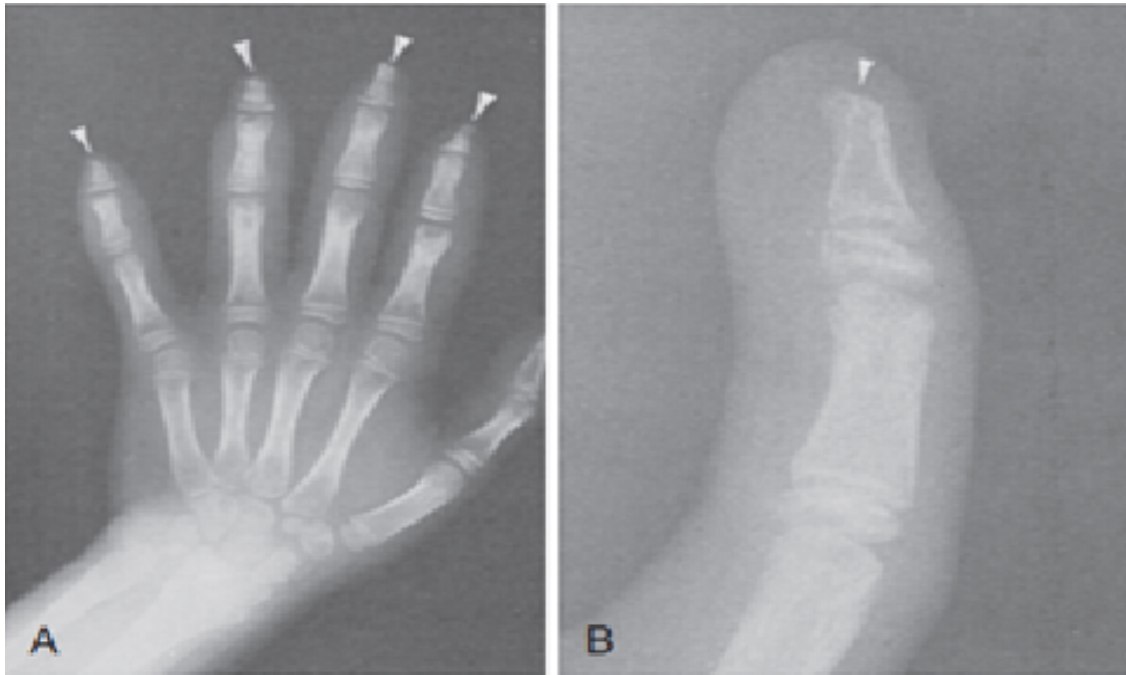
A, Radiographie d'un garçon présentant une résorption précoce des phalanges distale (pointes de flèches). B, Vue agrandie d'une acro-ostéolyse de l'index (pointe de flèche) [48]
